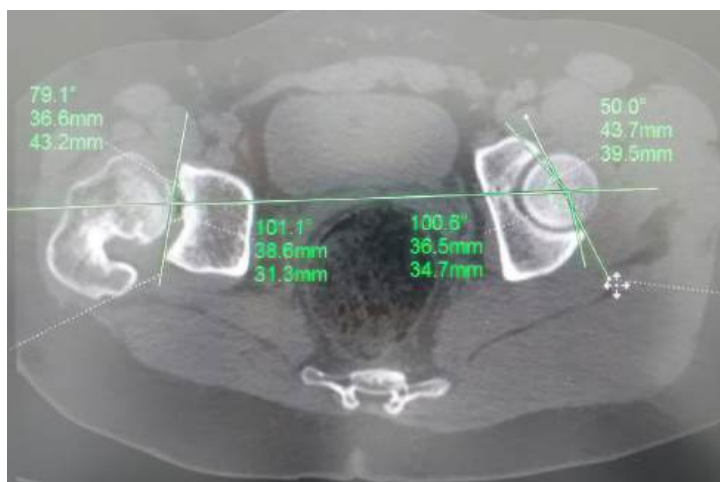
Аксиальная проекция МСКТ. Справа ТБС - угол инклинации 0°. Слева передний вход - угол инклинации 50°, задний вход - угол инклинации 100°.
